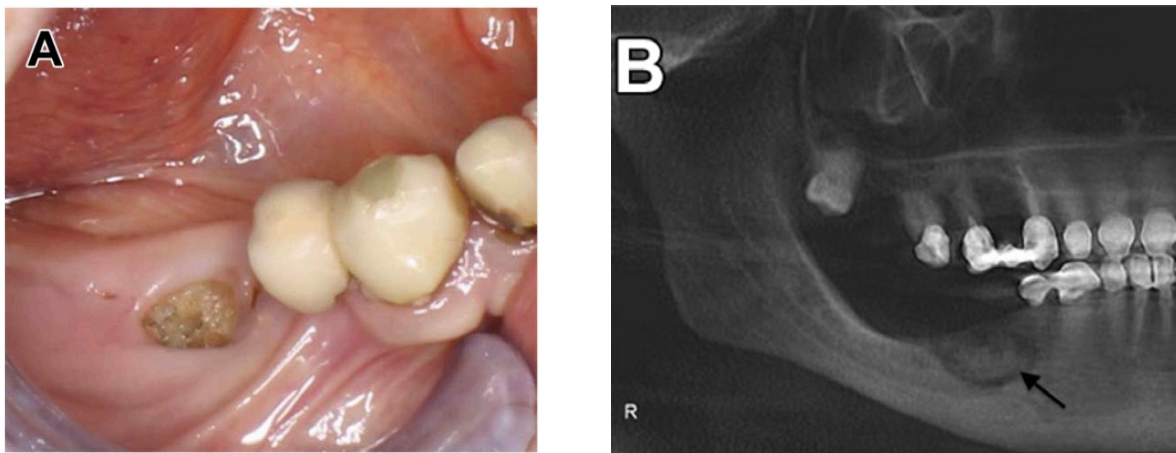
OCN de stade 1. (A) Vue clinique d'un os exposé secteur 4 chez un patient de 63 ans avec antécédent de cancer de la prostate traité par Dénosumab. (B) Radiographie panoramique permettant d'observer un séquestre osseux au niveau de l'os alvéolaire. (Ruggiero et coll.) (67)
